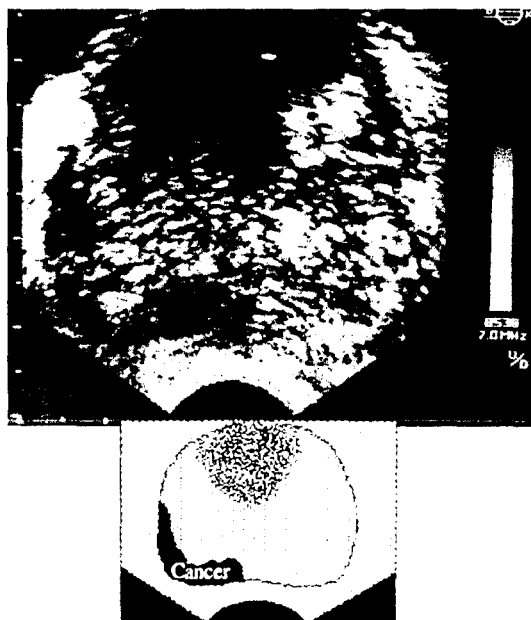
Ecografia prostatică transrectală: secțiune transversală – zonă hipoecegenă dezvoltată în regiunea postero-laterală dreaptă a glandei, sugestivă pentru cancer.
